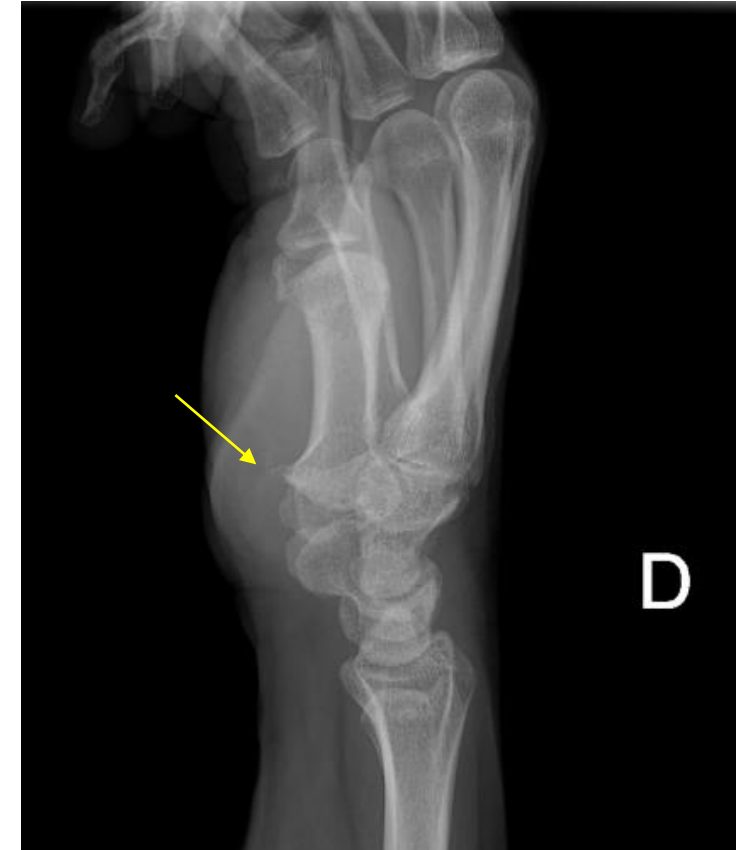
Radiografía lateral de mano derecha. Osteofito volar de la mano derecha.
